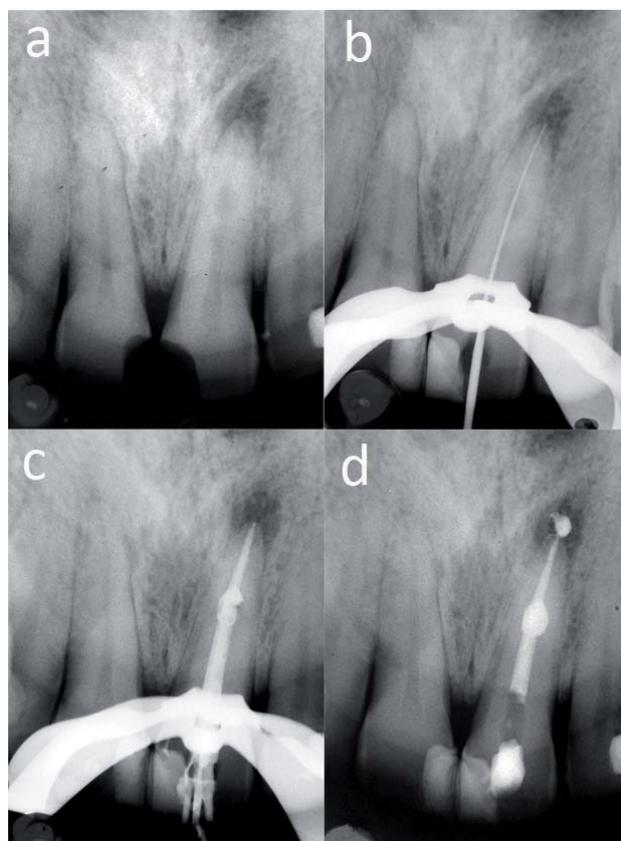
Tratamiento de conductos en un 21 con una reabsorción interna en el tercio medio radicular, necrosis pulpar y periodontitis apical crónica. 1a) Radiografía inicial. 1b) Radiografía de conductometría. 1c) Radiografía de condensación previa a la utilización del System B (Analytic Endodontics). 1d) Radiografía final. Los tercios coronales fueron rellenados con Obtura II (Obtura Spartan).
